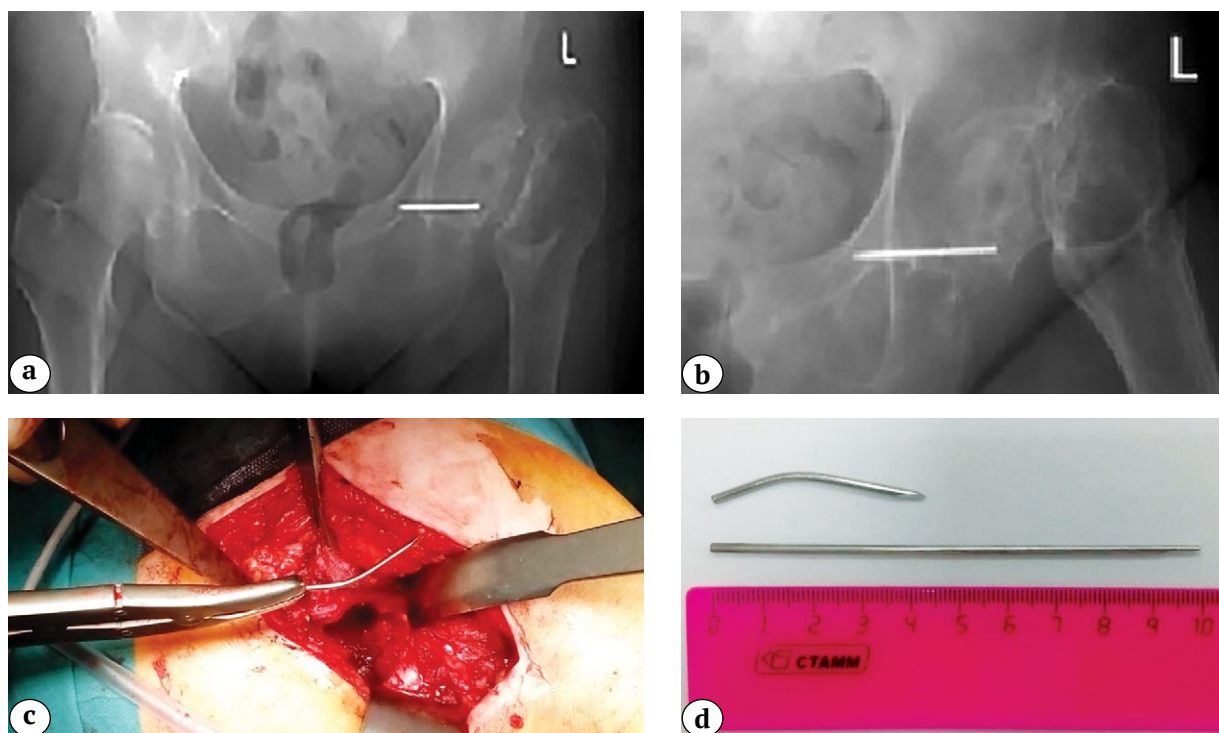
Рентгенограммы таза в переднезадней (а) и аксиальной (b) проекциях: спица Киршнера располагается в области головки бедренной кости и вертлужной впадины слева; спица удалена из полости сустава (с); удаленные инородные тела длиной 4 и 10 см (d)
